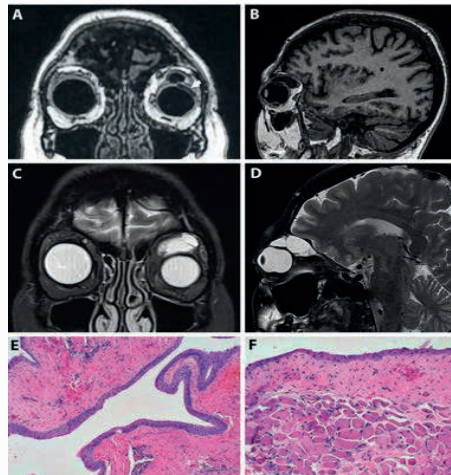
e 2B - RM corte coronal e sagital em T1. Figura 2C e 2D - RM corte coronal e sagital em T2. Figura 2E - epitélio escamoso estratificado. Figura 2F - parede do cisto aderido a fragmento muscular
